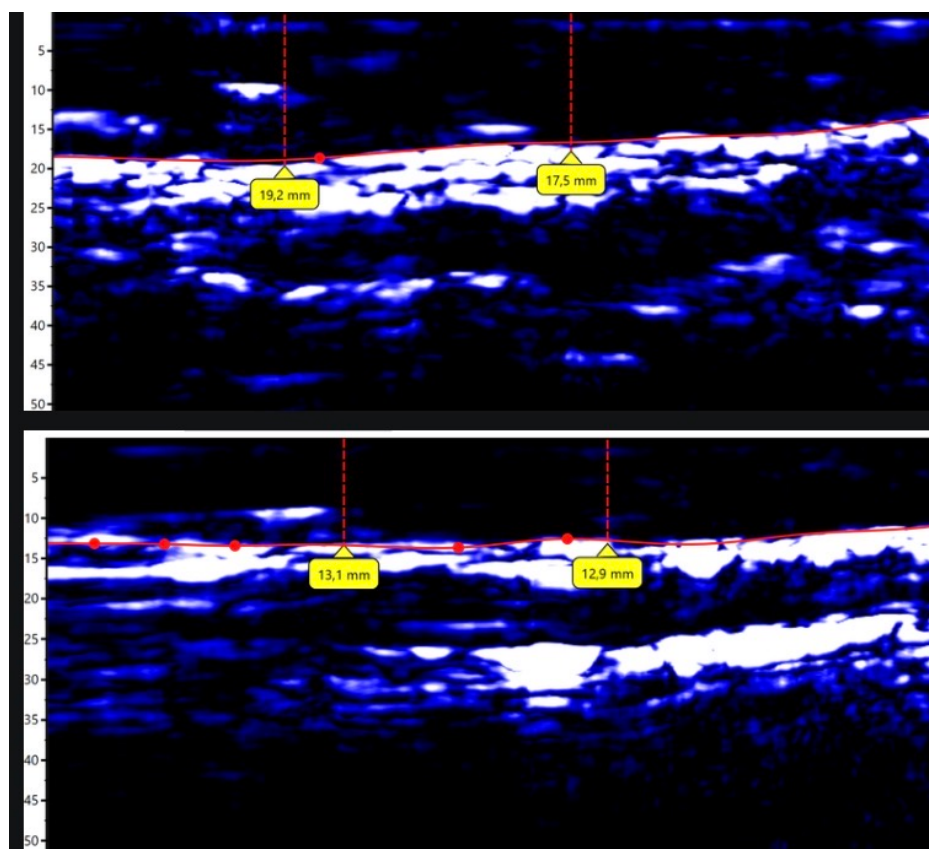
Paciente 3: ultrassonografia inicial (superior: 19,2 e 17,5 mm; média 18,35 mm) e final (inferior: 13,1 e 12,9 mm; média 13,00 mm). Redução média de 5,35 mm (29,2%).
